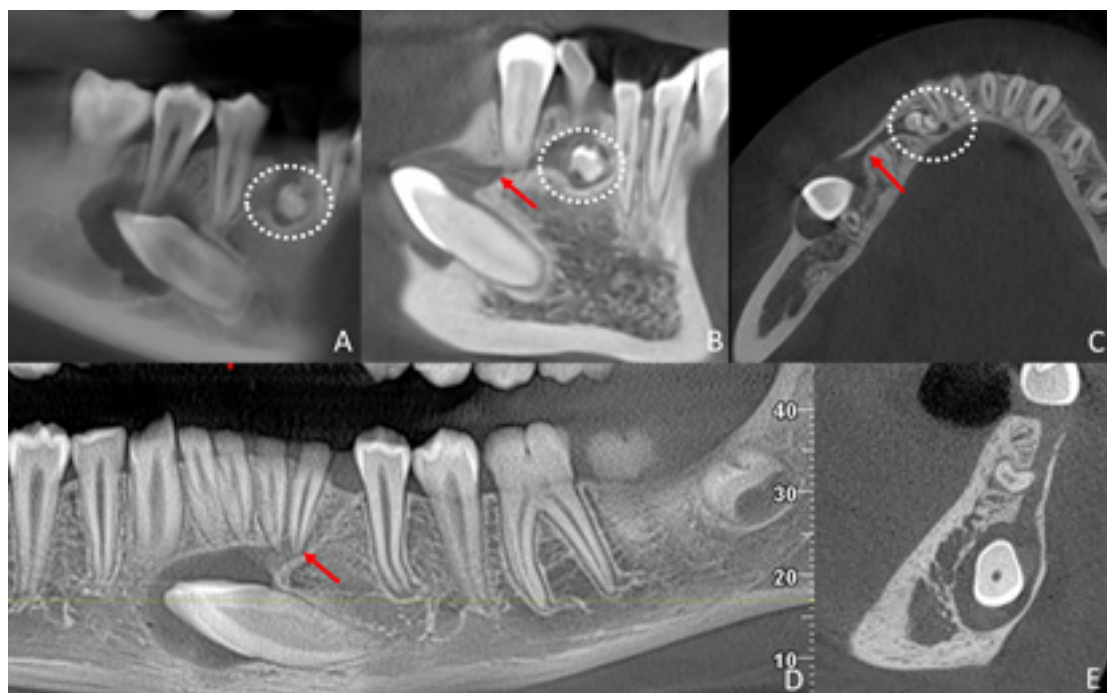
Reconstrucciones multiplanares de tomografía computarizada de haz cónico. Caso 3, diente 43 impactado. En detalle de reconstrucción panorámica (A), vista coronal (B) y axial (C) se evidencia un folículo dental de aspecto hiperplásico, el canal gubernacular (flecha roja) muestra un trayecto oblicuo desde cervical y mesial del folículo hacia lingual del reborde alveolar. Se observan múltiples denticulos en el tercio más cefálico del CG, sugestivos de Odontoma Compuesto (círculo blanco punteado). Caso 4, diente 33 incluido, en reconstrucción panorámica (D) y vista sagital (E) se evidencia un folículo dental de aspecto hiperplásico, el CG (flecha roja) presenta un trayecto oblicuo desde cervical y distal del folículo hacia lingual del reborde alveolar.
